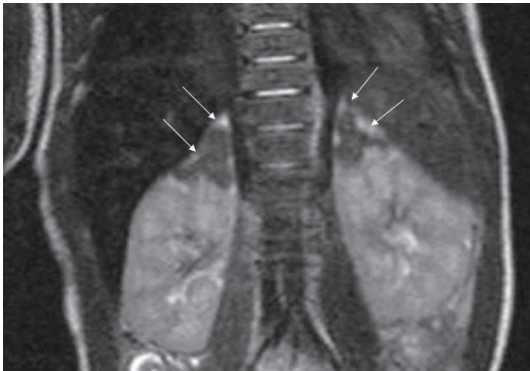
Magnetic resonance imaging finding (coronal T2-weighted) of abdomen in the sister (case 2) shows diffuse enlargement of adrenal glands with cortical hyperintensity (arrows) suggesting lipid deposit.
